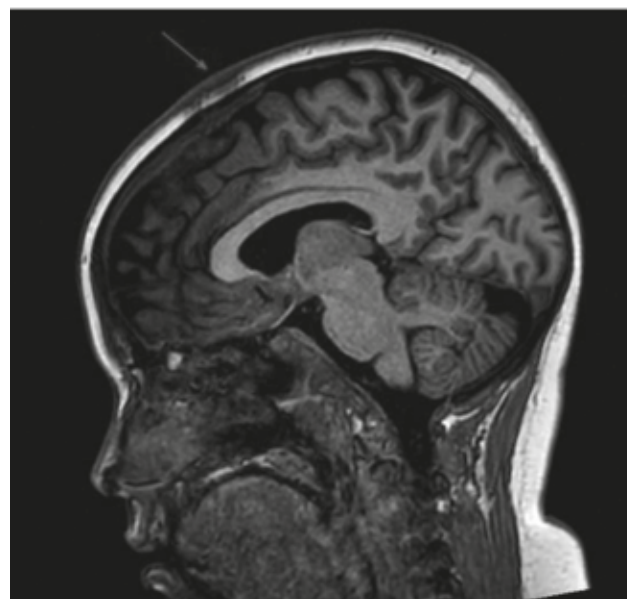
Corte sagital RMN cerebral. Focos de engrosamiento cutáneo en el vertex craneal con baja señal en T1, alta en T2 y realce tras la administración de contraste, sugestivo de infiltración tumoral.
